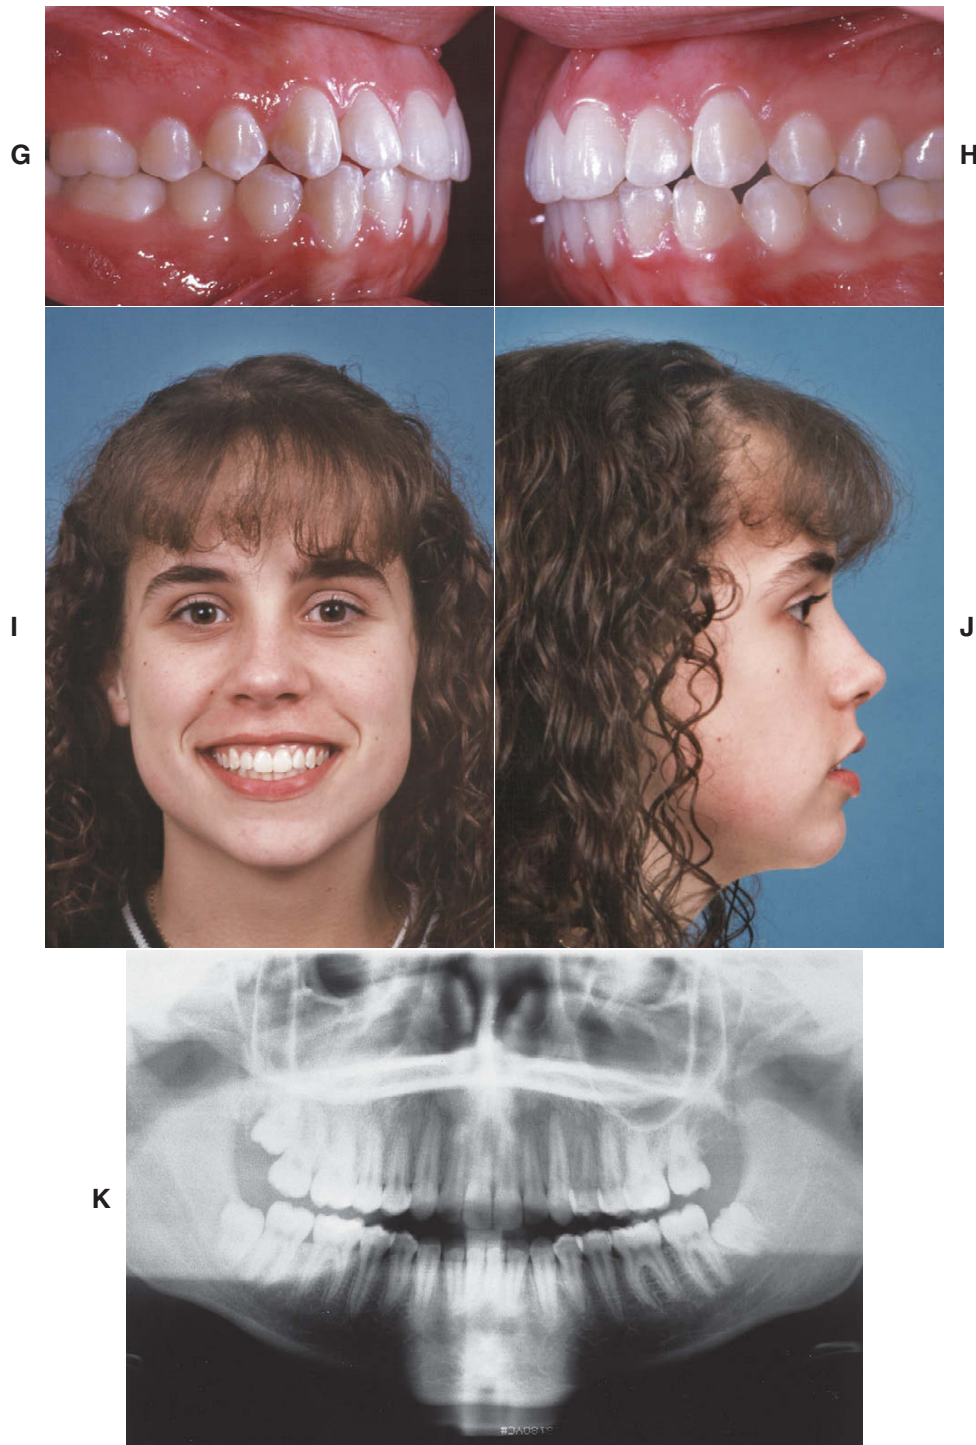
cont. G a J, Pós-tratamento. Observe a melhora da linha média dentária, bem como a correção da relação molar. K, Radiografia panorâmica pós-tratamento, mostrando o terceiro molar superior esquerdo no caminho certo para substituir o segundo molar extraído. Houve alterações cefalométricas mínimas, sem crescimento, conforme previsto.
